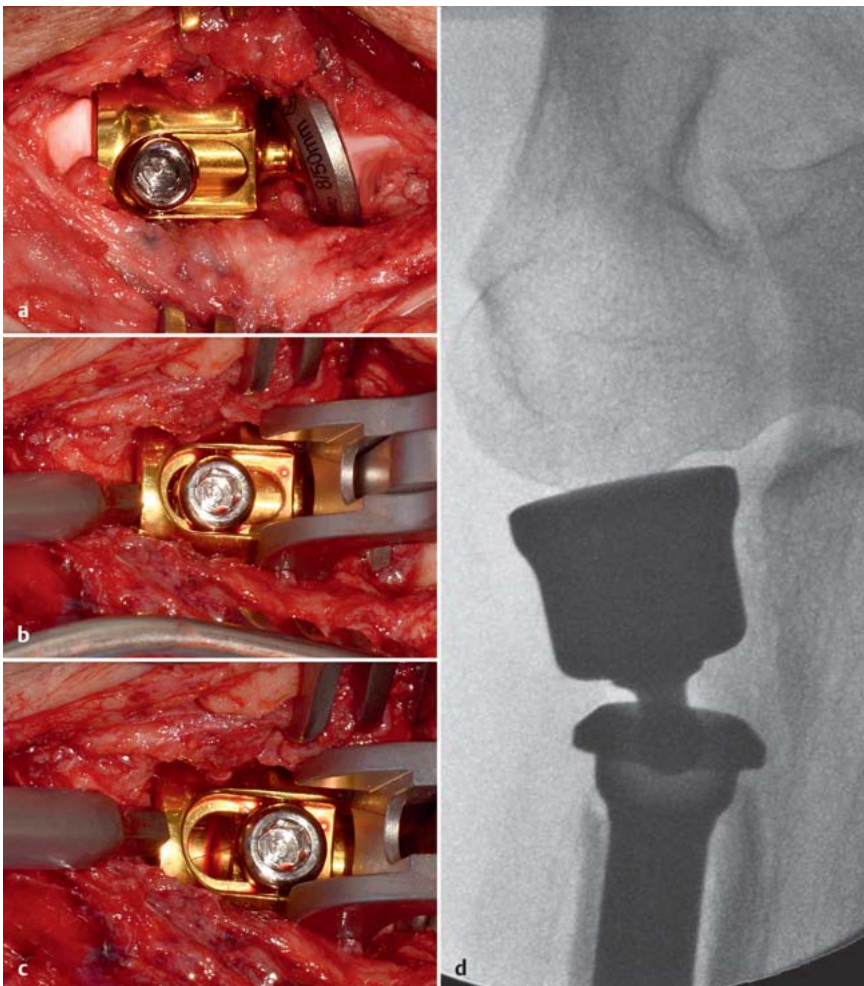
bis d a Längeneinstellung bei der ICARA-Prothese in situ. Kürzeste Einstellung. b Mit der Sprezzange kann die Länge stufenlos um 5 mm eingestellt werden. c Maximale Länge des Radiuskopfs. d Röntgenbild der korrekt (selbst-)zentrierten Radiuskopfprothese mit der korrekten Längeneinstellung.
